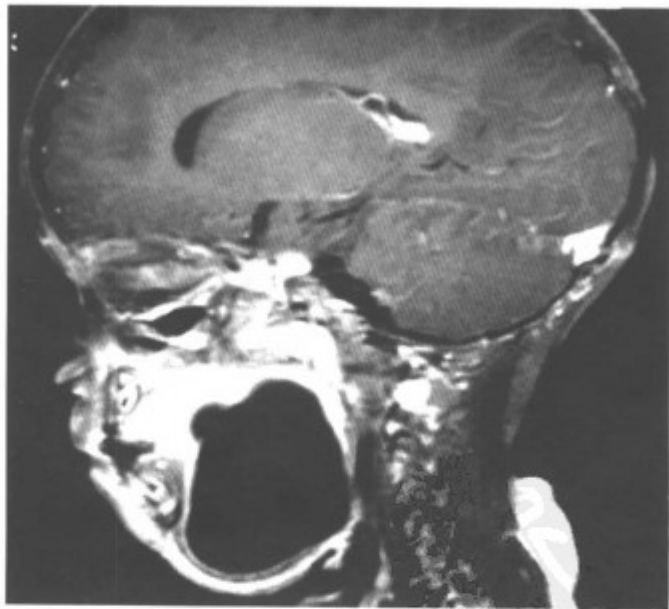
舌下腺囊肿（矢状 MRI- T_1WI 扫描，舌下囊性低信号肿物）
